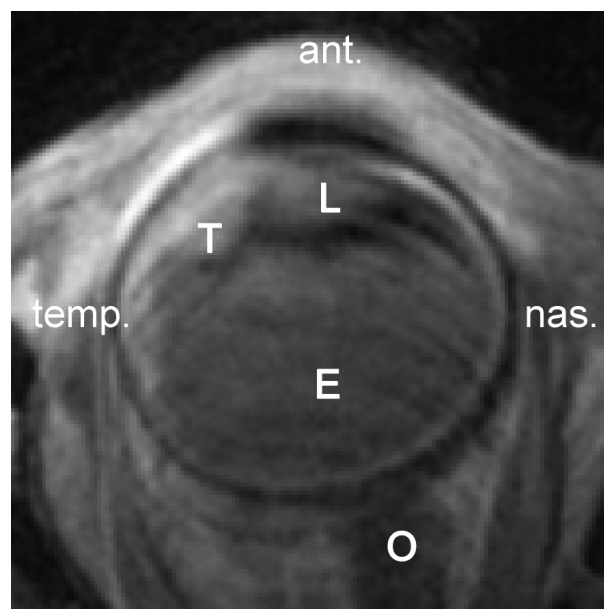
Bulbusmetastase mit ausgedehnter Effusion, MRT-Schicht T1-gewichtet (T=Metastase, E=subretinale Effusion, L=Linse, O=Nervus opticus)
